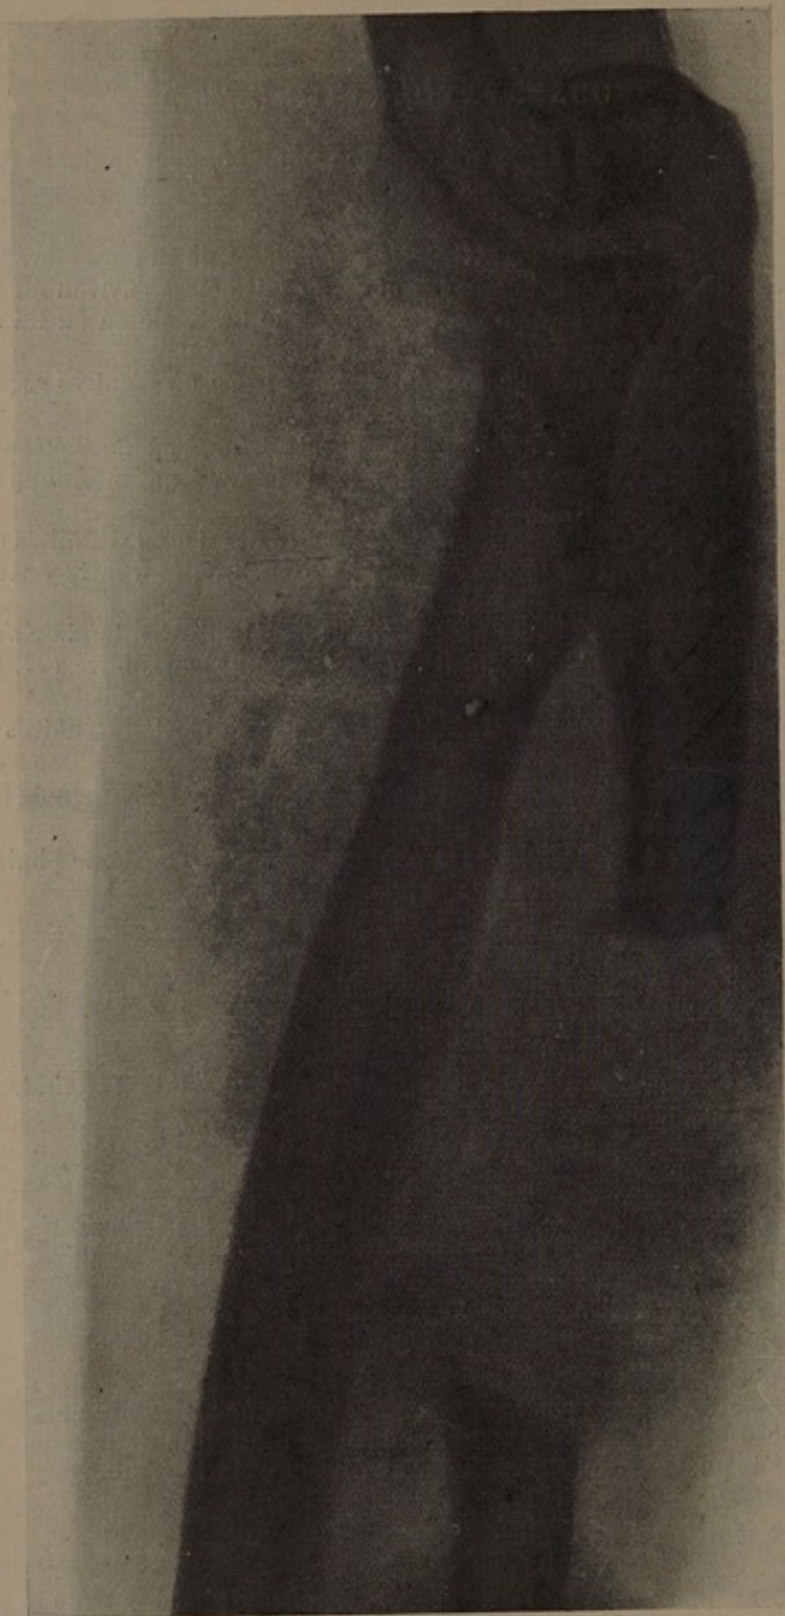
Armand G. Radiographie de l'avant-bras, faite un mois avant l'opération.
